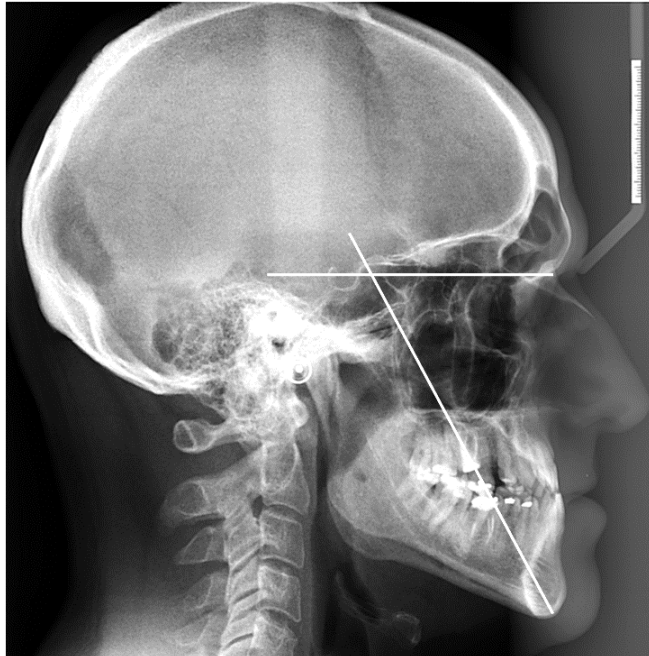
Ángulo de apertura facial. En esta radiografía lateral de cráneo se observa que el ángulo de apertura facial se encuentra aumentado, por lo que se obtiene un perfil prognático o cóncavo. Fuente: directa.
